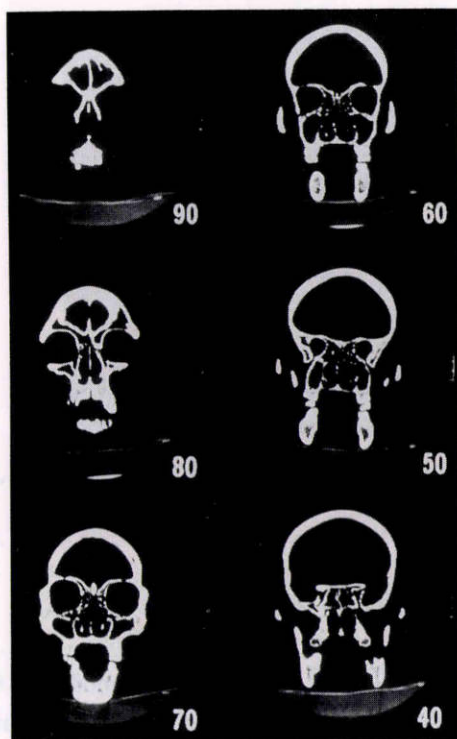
頭部コンピューター断層撮影 (CT) 画像 (眼窩を含む部位の前額断).
